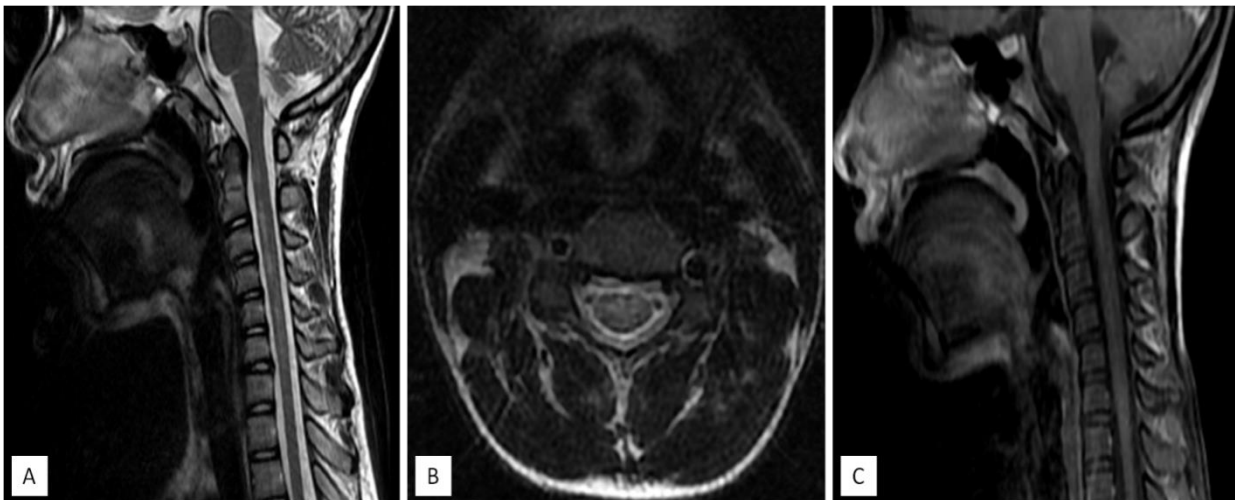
L'IRM du rachis montre la présence de quelques lésions centro-médullaires du rachis cervical étagées dont la hauteur ne dépassant pas 3 corps vertébraux, décrites en hypersignal T2 (coupe sagittale : A, coupe axiale : B) discrètement rehaussées après contraste (coupe sagittale : C) sans prise de contraste épidurale.
